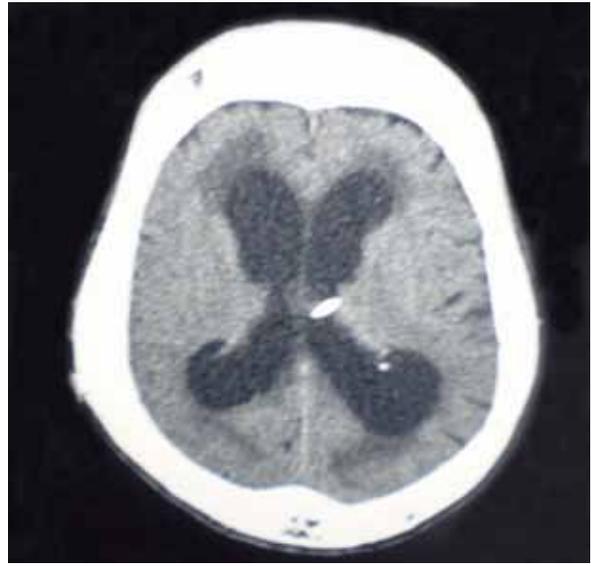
Tomografía cerebral: dilatación de los ventrículos laterales y parte de la derivación en el lado izquierdo.
